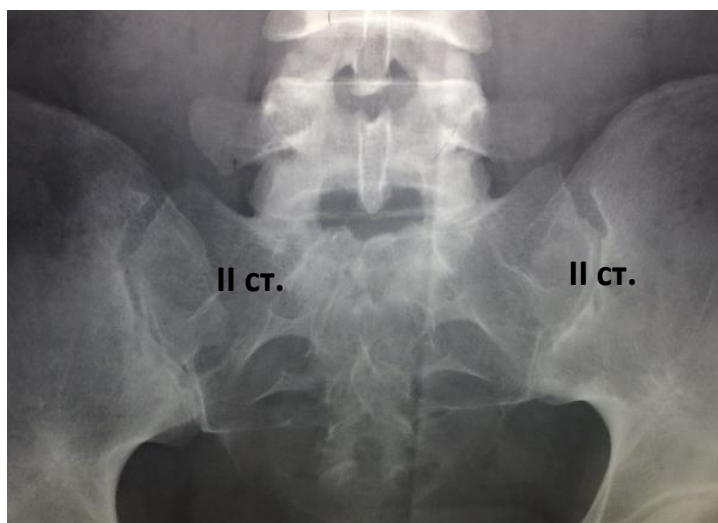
Прицельный рентген-снимок КПС пациентки Д.
